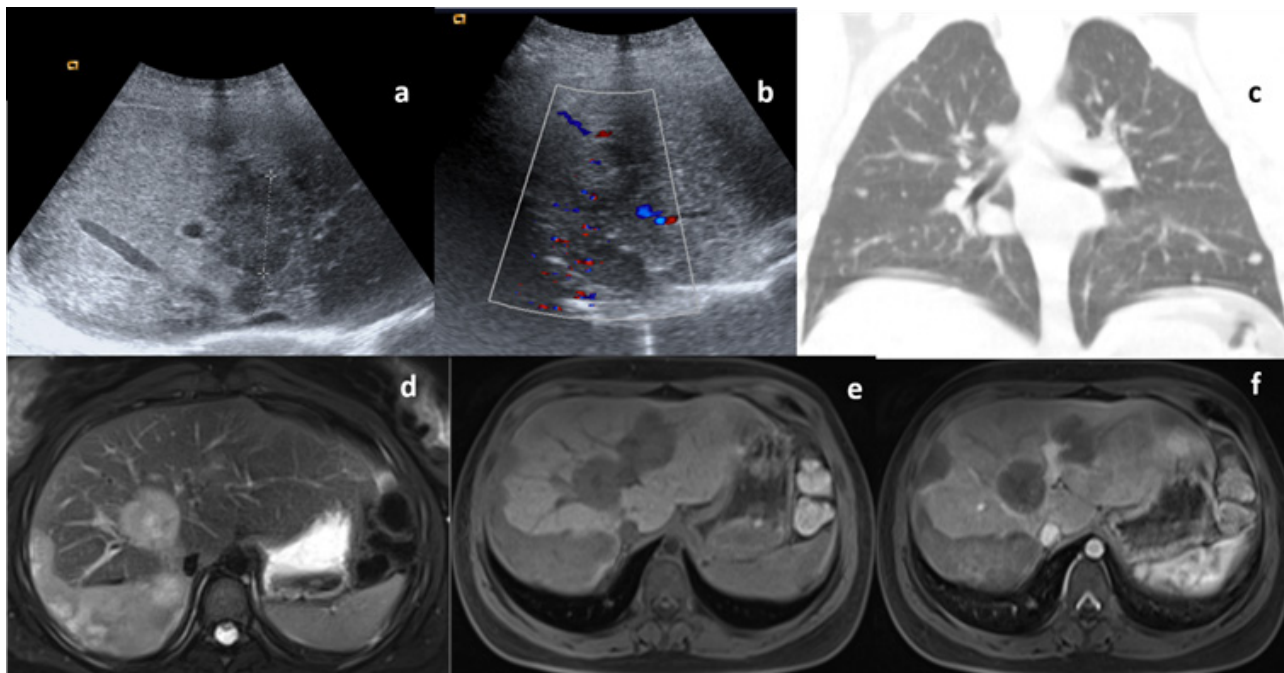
Imagem a e b: estudo ecográfico em modo B com recurso a color doppler; Imagem c: Estudo TC coronal; Imagem d: RM em ponderação T2; Imagem e: RM ponderação T1 FS; Imagem f: Imagem T1 FS após administração de gadolínio endovenoso.
